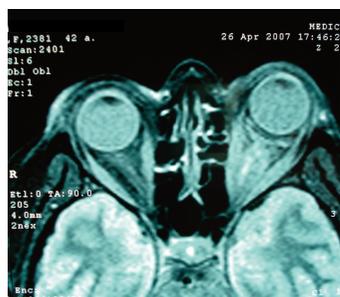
RMN infiltración en rectos laterales
